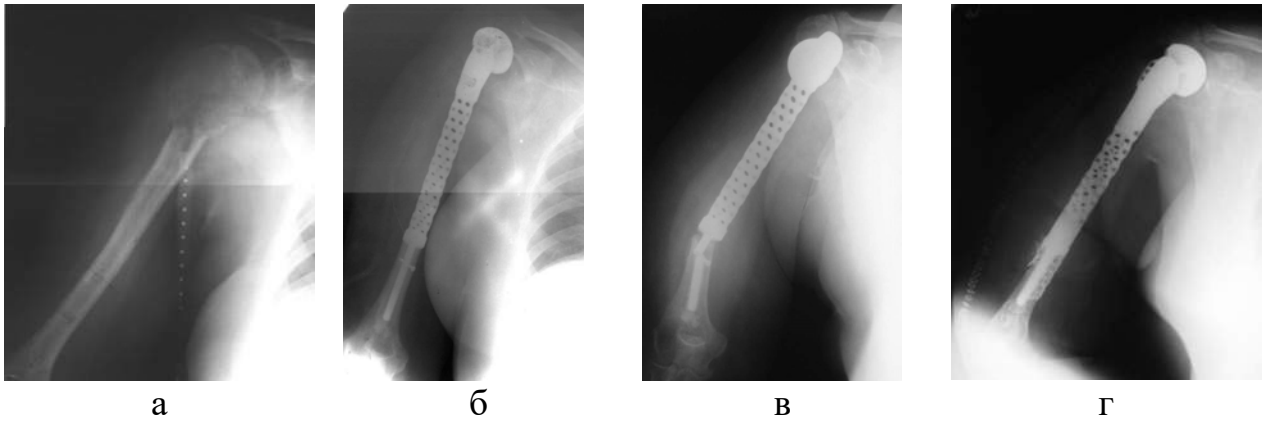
Фотовідбитки рентгенограм пацієнтки Р., історія хвороби № 67716: а) уражена плечова кістка; б) після встановлення ендопротеза; в) пошкоджена конструкція ендопротеза; г) після ревізійного хірургічного втручання, встановлено ендопротез із додатковою системою фіксації.
